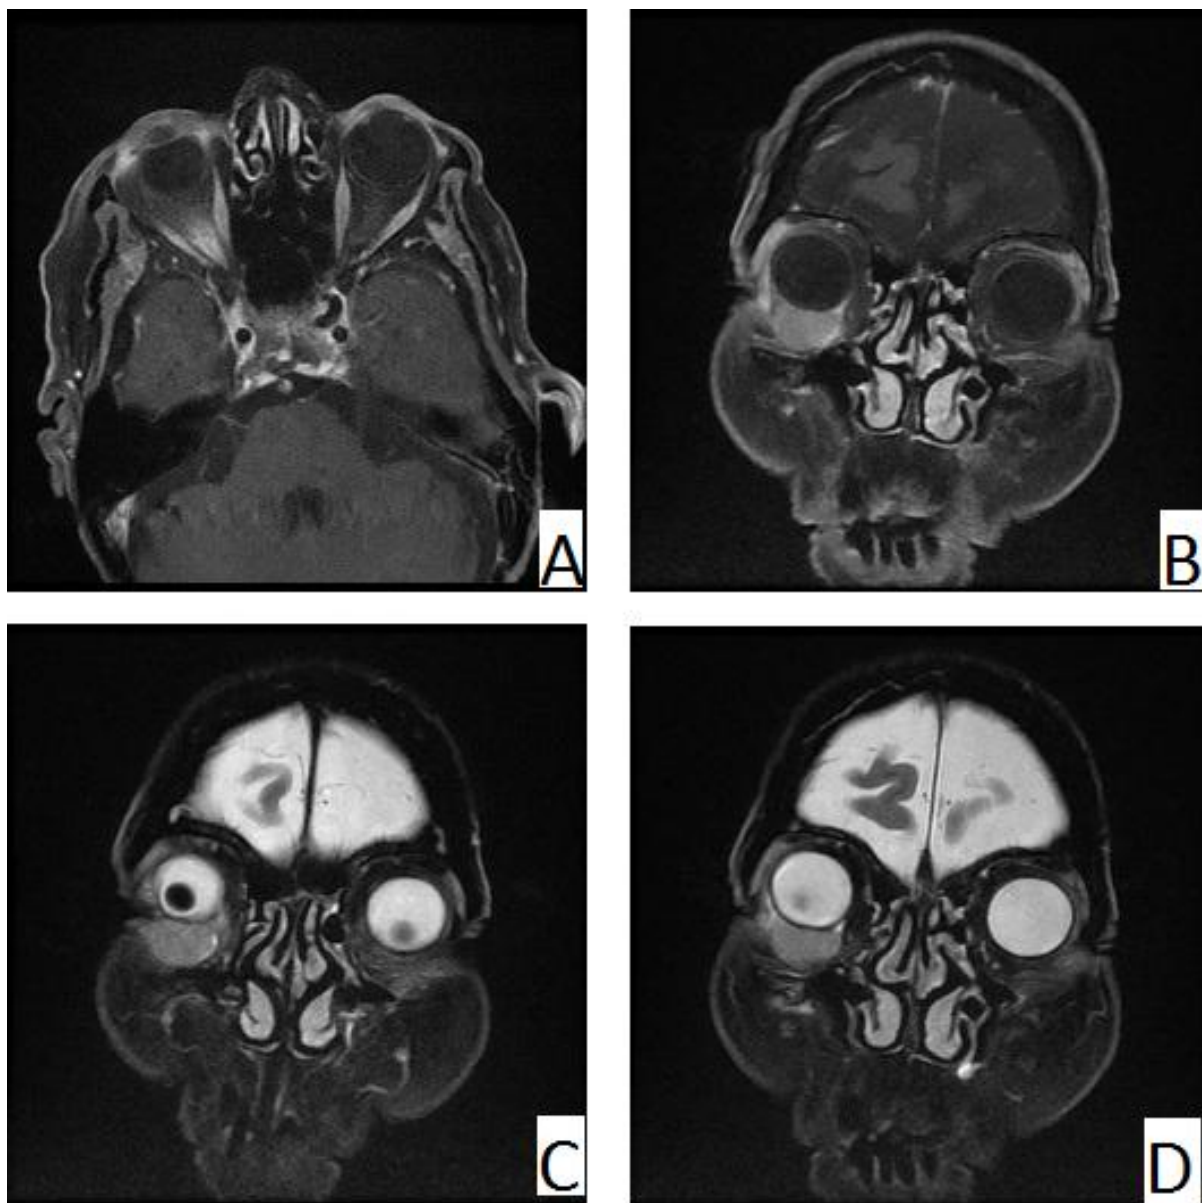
IRM orbitaire et cérébrale (T1, T2, FLAIR) coupes axiales (A) coupes coronales (B, C, D) (Images du service de radiologie du CHU Hassan II FES) Processus tissulaire de la conjonctive palpébrale inférieure hypo-intense en T1 modérément hyper-intense en T2 rehaussé de façon homogène. Qui respecte la paroi hypo-intense du globe oculaire qui reste continue et régulière. Il respecte également la graisse intra orbitaire
